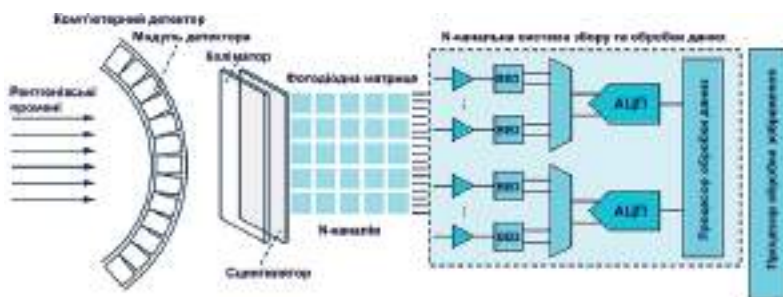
Структура детекторного вузла комп'ютерного томографа для збирання, обробки та зображення даних, де ВВЗ – вузол відбору і збереження даних
